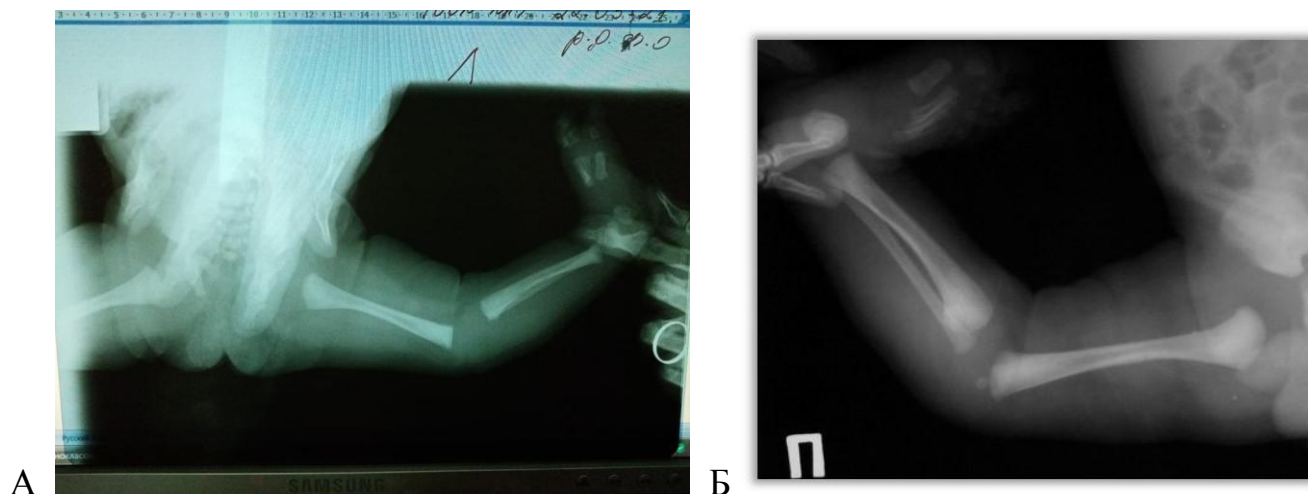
Рентгенологическое обследование нижних конечностей с ВПВГ до проведения лечения: А – Пациент М. переразгибание левой голени 43 градуса; Б – Пациент Б., переразгибание правой голени 67 градусов
